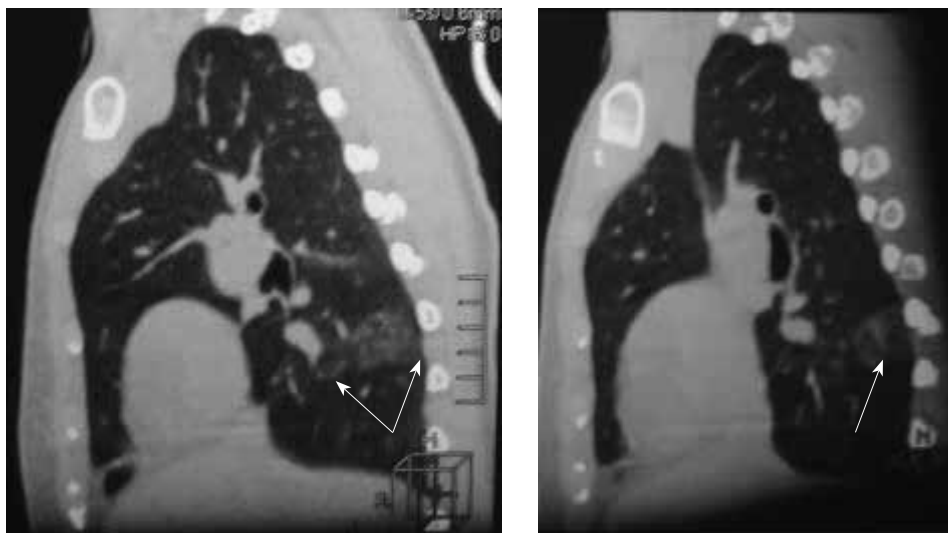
Компьютерная томограмма органов грудной клетки.
